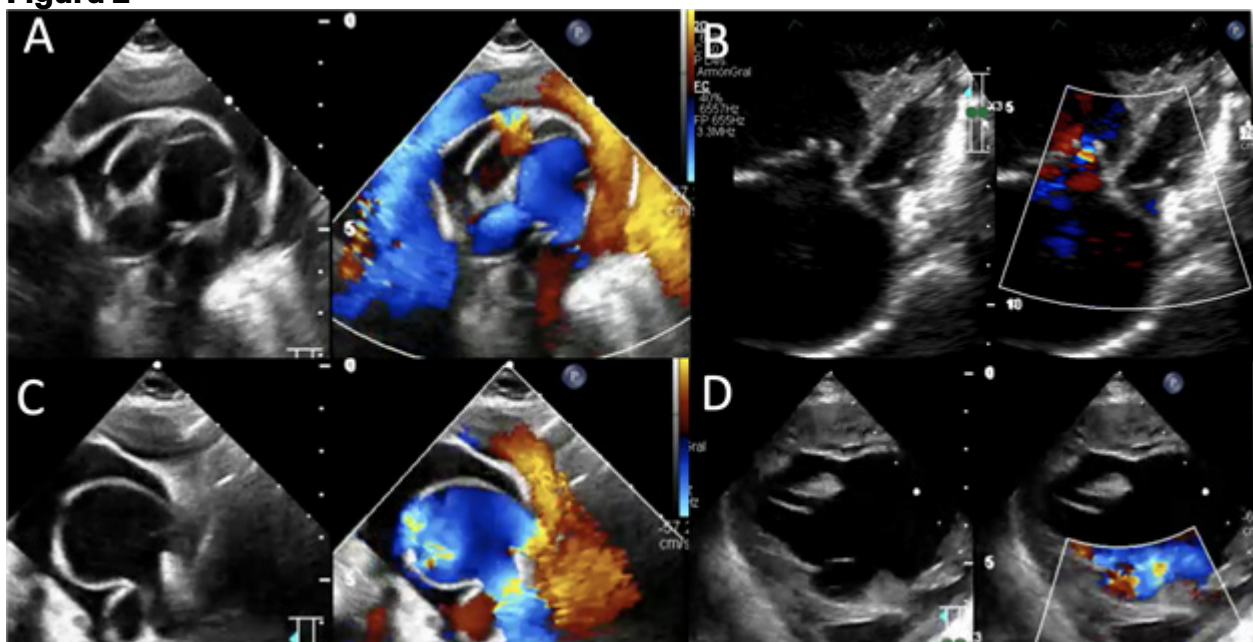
Hallazgos ecocardiográficos (2D y Doppler color). (A) Vista subcostal: seno coronario dilatado con drenaje venoso pulmonar compatible con CATVP intracardiaca (signo de la "ballena"). (B) Doppler color: septum interauricular íntegro/foramen oval mínimo. (C) Vista supraesternal: flujo diastólico retrógrado en arco aórtico hacia vasos supraaórticos. (D) Vista ductal: cortocircuito derecha-izquierda a través de conducto arterioso persistente.
